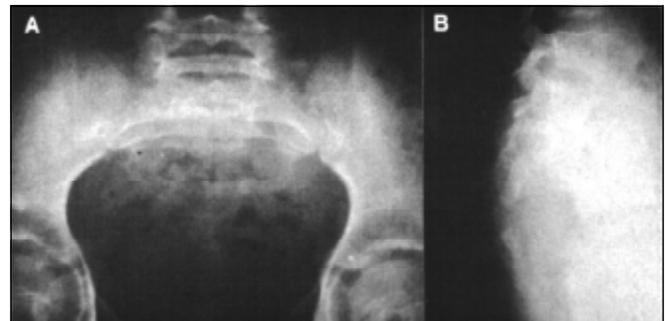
Radiografias iniciais em projeção ântero-posterior (A) e perfil (B) mostrando a lesão localizada no sacro
